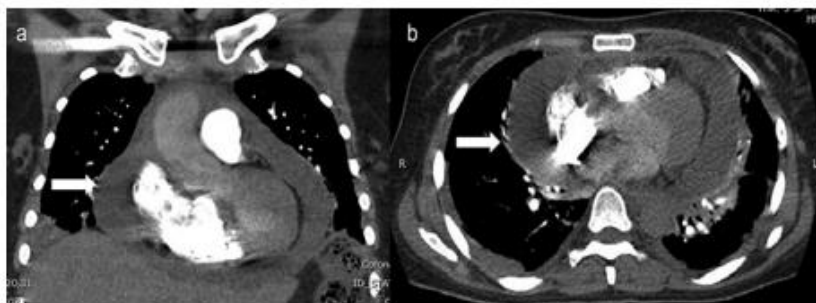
CT angiography of the chest. Large circumferential pericardial effusion (white arrow) in coronal (panel a) and axial (panel b) window, with an intrapericardial distance up to 3.2 cm. It exerts a compressive effect on the cardiac silhouette, a finding compatible with cardiac tamponade.
